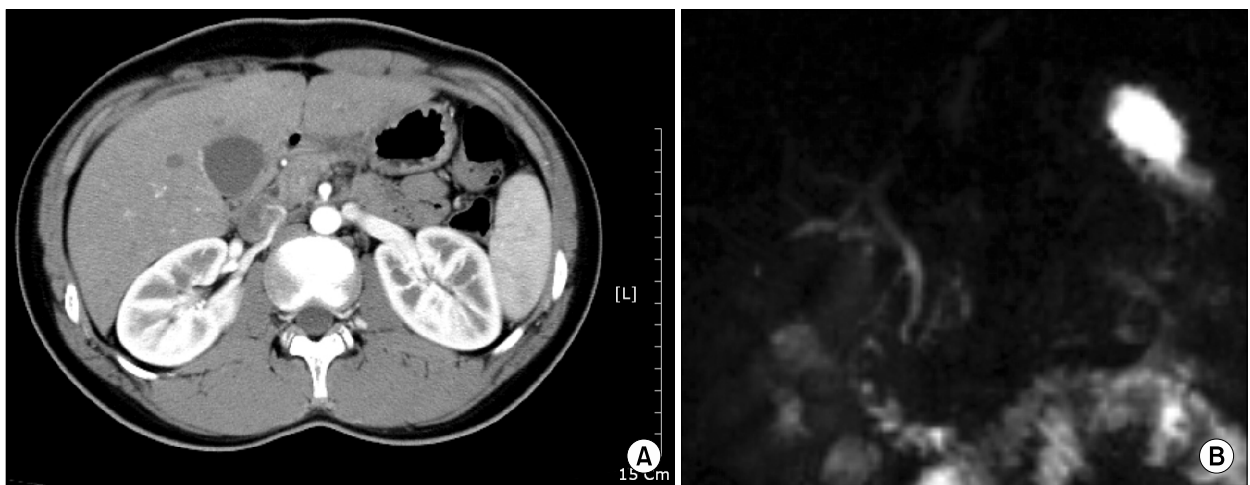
Abdominal CT (A), MRCP (B) shows normal common bile duct and pancreatic duct without pancreatic ductal anomalies.
